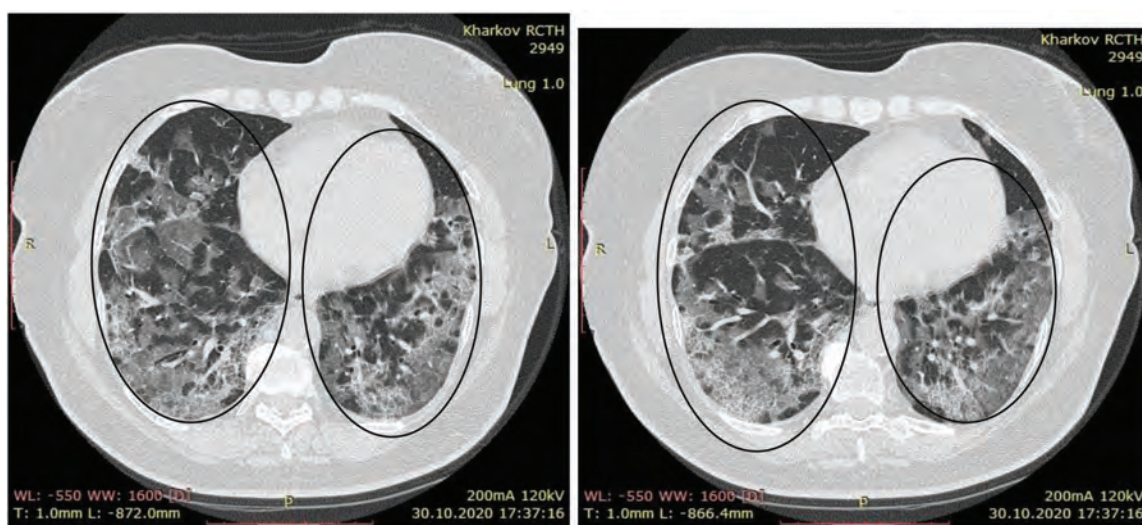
КТ хворої на COVID-19. Визначається двобічне ураження легенів у вигляді «матового скла» та стовщених міжчасточкових перетинок (симптом «бруківки»)
